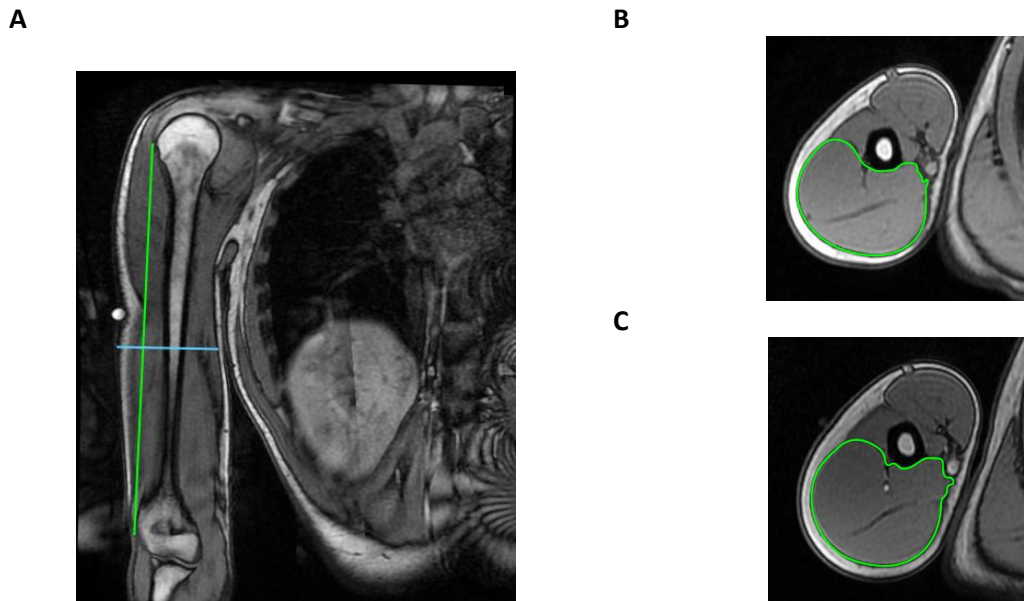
Exemplo da análise das imagens de ressonância magnética na região proximal do tríceps braquial
